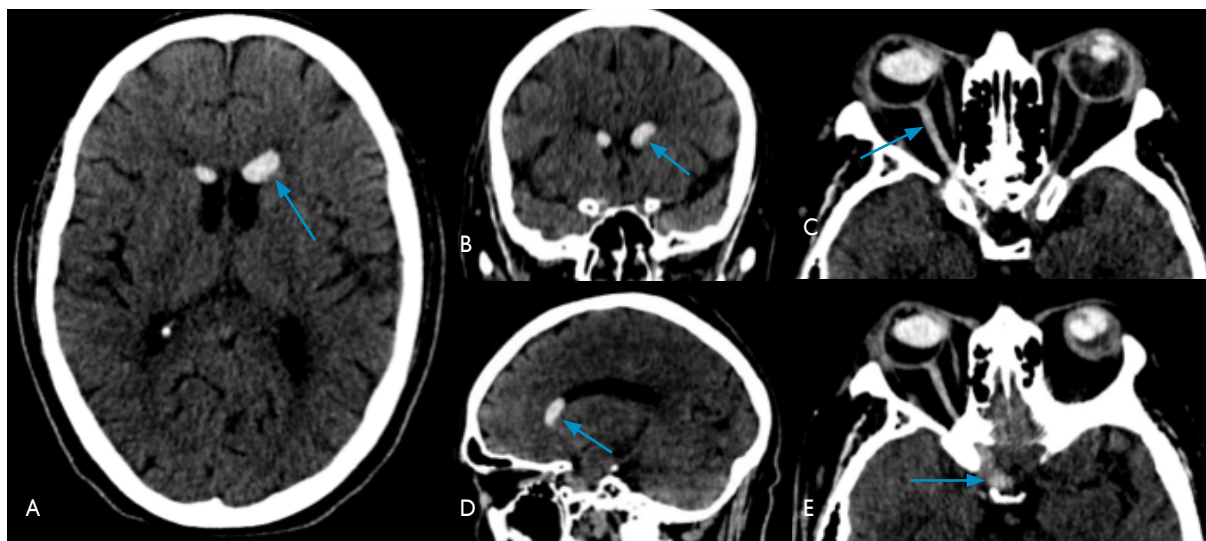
Tomografía computarizada sin contraste: lesión focal de alta densidad en astas frontales de ventrículos laterales e hiperdensidad del nervio óptico y región paraselar derechos. A) Corte axial (flecha). B) Reconstrucción coronal (flecha). C) Reconstrucción sagital (flecha). D) Reconstrucción axial oblicua del trayecto del nervio óptico derecho (flecha) con hiperdensidad del mismo. E) Reconstrucción oblicua del trayecto de sustancia de contraste (flecha) hacia región basal paraselar derecha.
